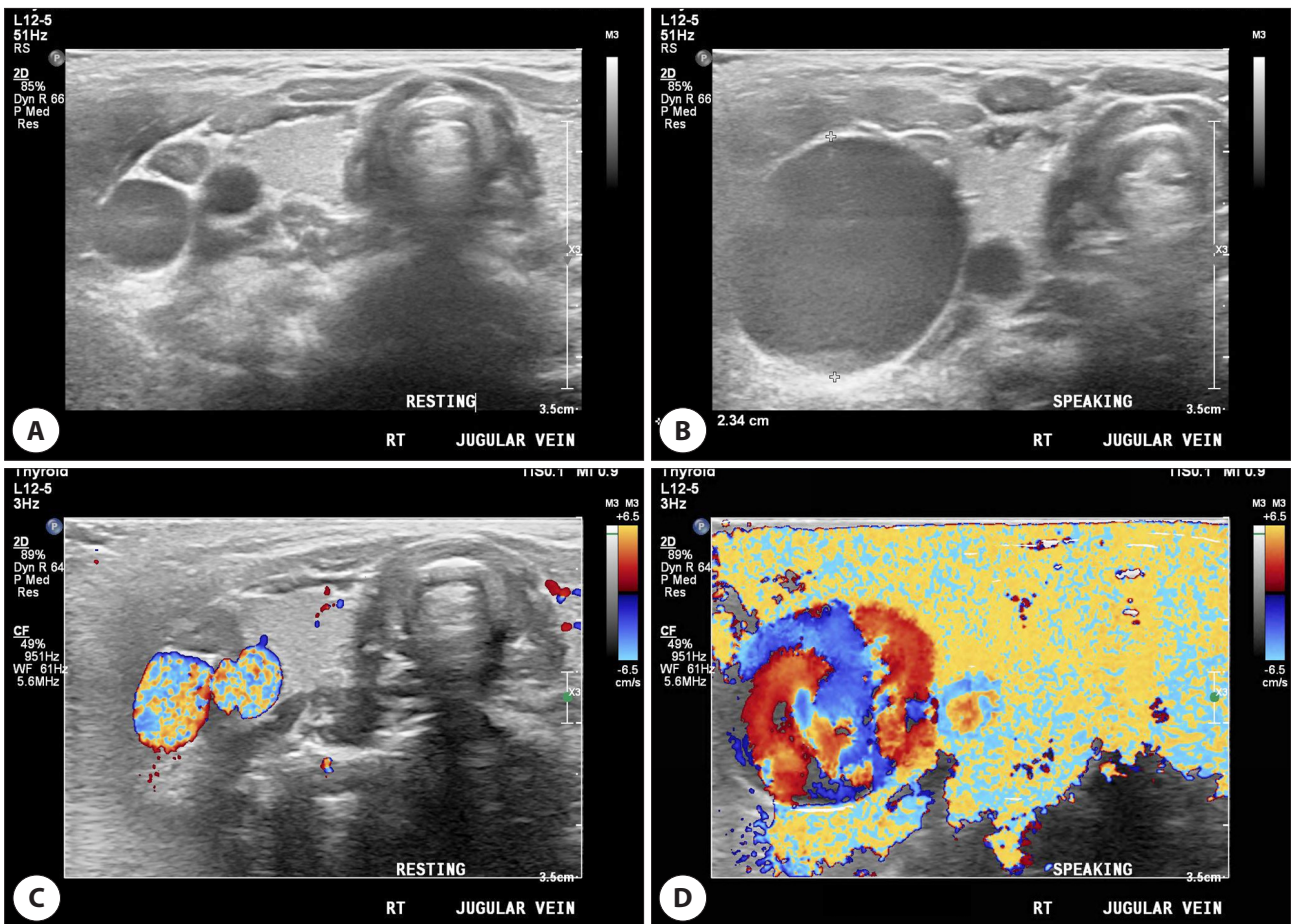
Ultrasonographic images when resting (A) and speaking (B). Color Doppler images when resting (C) and speaking (D).
